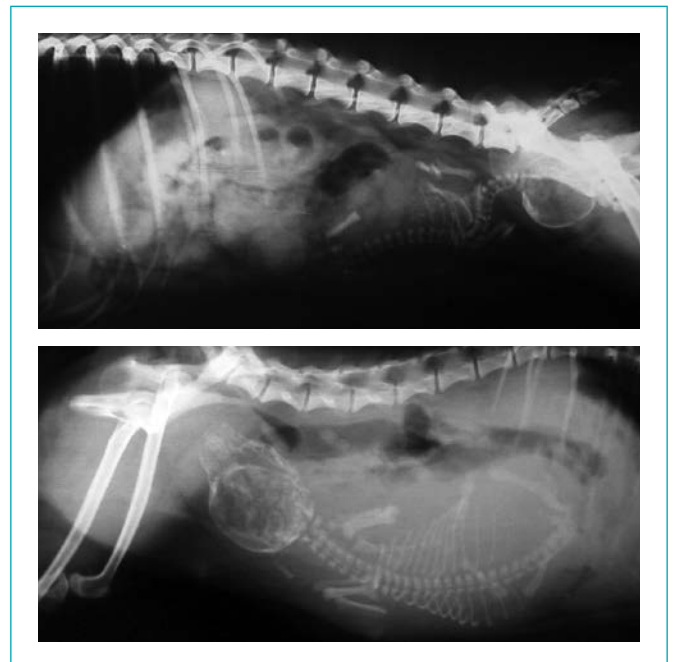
Radiografías en la que se observa un tamaño fetal grande lo que nos hace sospechar de parto distócico.
